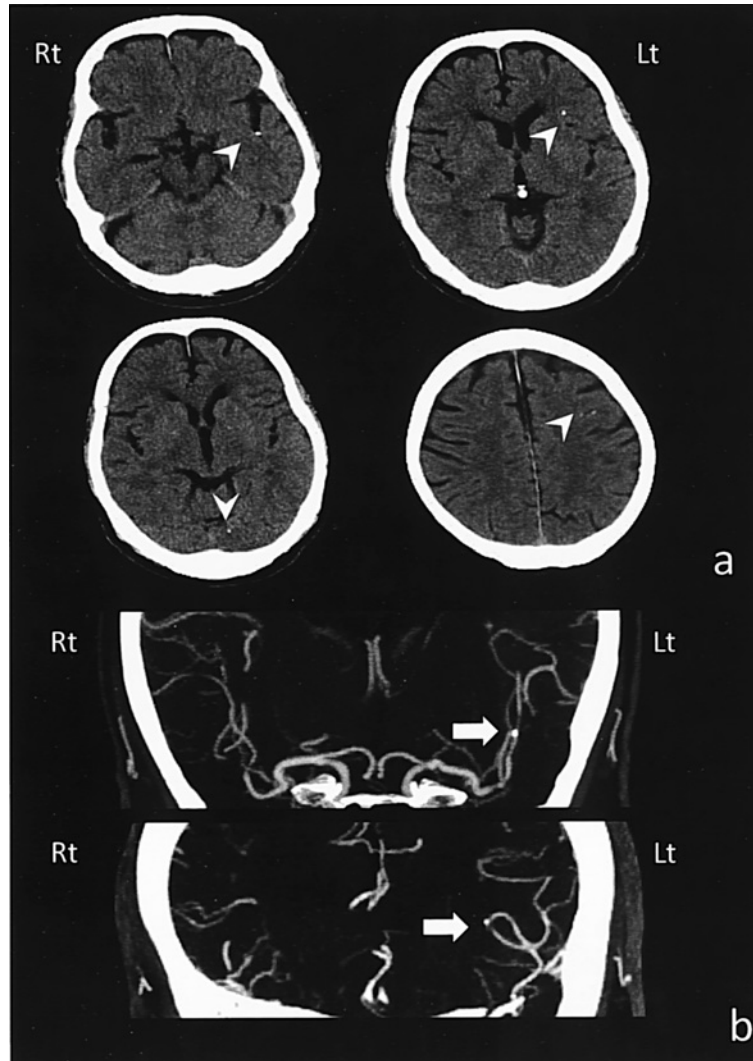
a) Axial noncontrast cranial CT shows calcified emboli in branches of the left middle cerebral artery (arrowheads). b) Coronal images from a CT angiogram show calcified emboli in the M2 segment of left middle cerebral artery (arrows).
